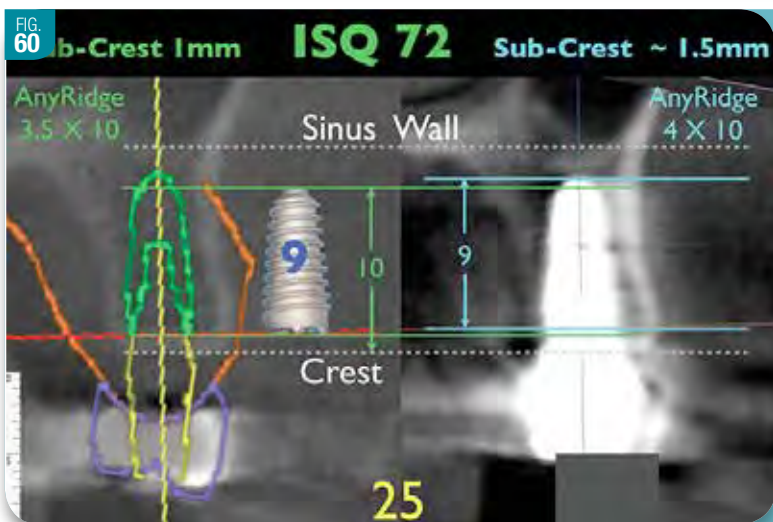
Concordance entre la planification virtuelle et une reconstruction coronale issue du Cone Beam postopératoire
